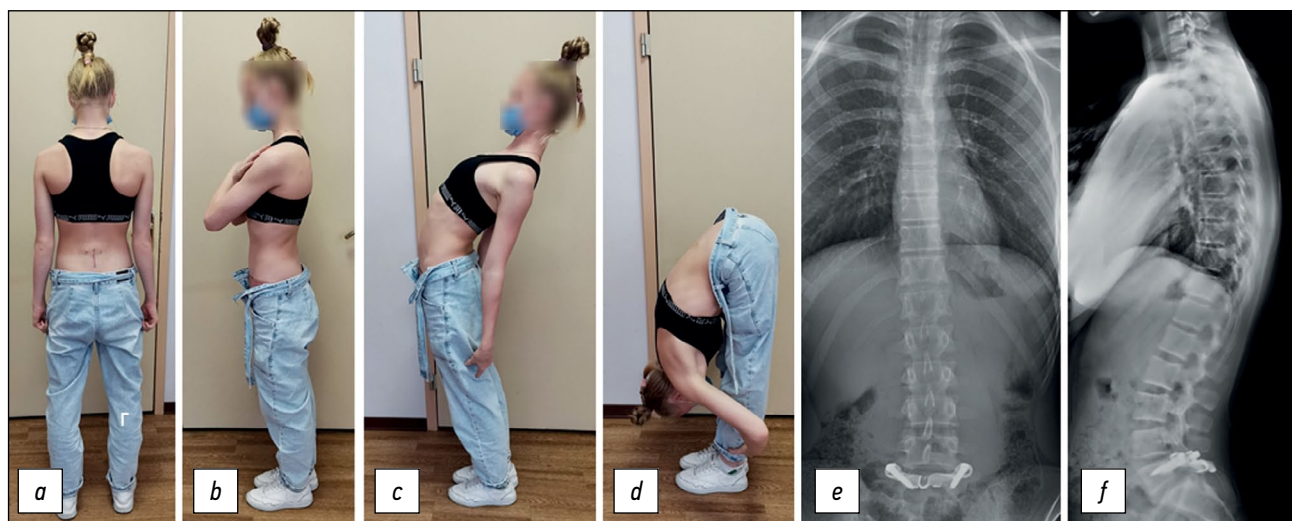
Отдалённый результат через 3 месяца после операции: *a, b, c, d* — внешний вид и объём движений, *e, f* — постуральная рентгенография позвоночника, положение конструкции правильное, фиксация зоны спондилолиза стабильная, сагиттальный баланс не нарушен.
